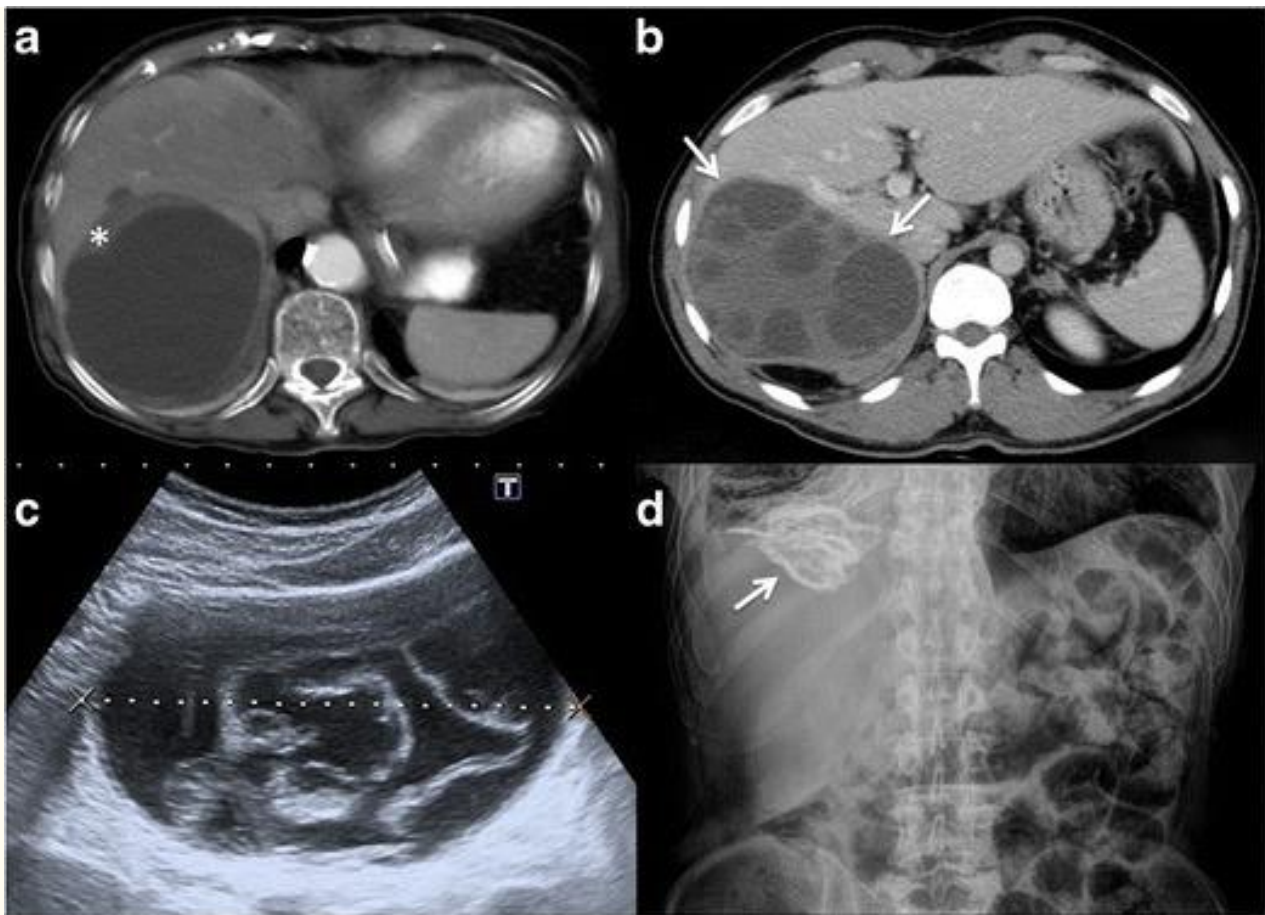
Quistes equinocócicos hepáticos. a. quiste tipo I (WHO CE 1). Imagen de TC con contraste de un quiste equinocócico unilocular en el lóbulo hepático derecho, observe la pared anterior más gruesa (*asterisco*). b Quiste tipo II (WHO CE 2). Imagen de TC con contraste de un quiste equinocócico multilocular en el lóbulo hepático derecho que contiene múltiples quistes hijos en la periferia y que simula una "roseta" (*flechas*). c. Quiste tipo II con ruptura contenida (WHO CE 3). La imagen de ecografía axial muestra membranas flotantes ("signo del nenúfar") dentro de un quiste, compatible con la ruptura del endoquiste o quistes hijos. reQuiste tipo III (OMS CE 5). Fragmento de una radiografía abdominal que de paso mostró un quiste hidatídico hepático calcificado (*flecha*)
